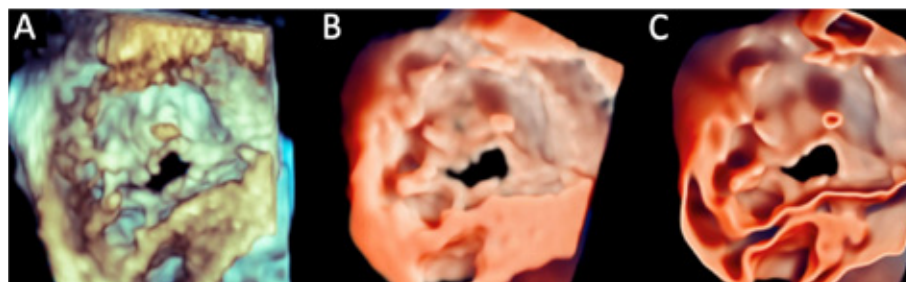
⁸.Comunicación interauricular tipo ostium secundum: Karagodin I, Yamat M, Dow A, et al. Utility of transillumination and transparency renderings in 3D transthoracic imaging. Int J Cardiovasc Imaging. 2022;38:141–147
